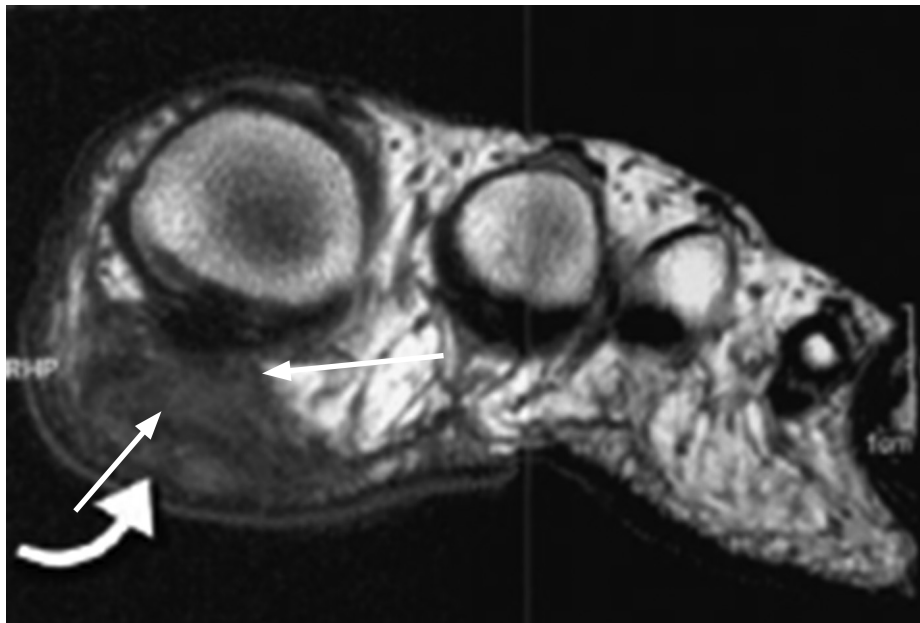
На МР-томограмі у аксіальній площині, режим T1 Wt по підшоловній поверхні в проекції головки 1 плезнової кістки визначається гіпоінтенсивна структура з низьким МРС, неправильної форми, з нечіткими нерівними контурами. З анамнезу: Пацієнт 42 р., скарги впродовж року на відчуття ущільнення в проекції 1 плезно-фалангового суглоба, відчуття поколювання. Пацієнт прооперований у відділенні патології стопи ДУ «ІТО НАМНУ», гістологічно підтверджено хворобу Ледерхоза.
